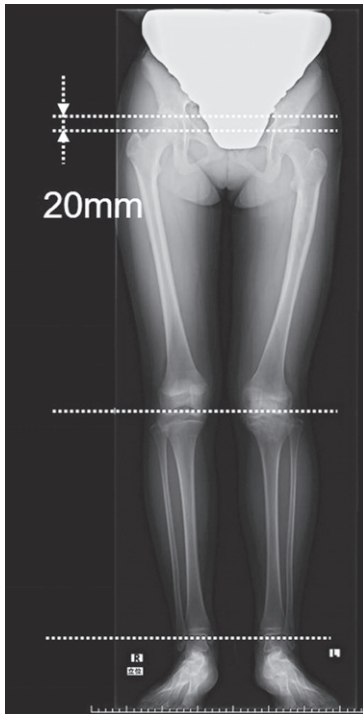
受傷後29か月目立位単純X線全下肢正面像
